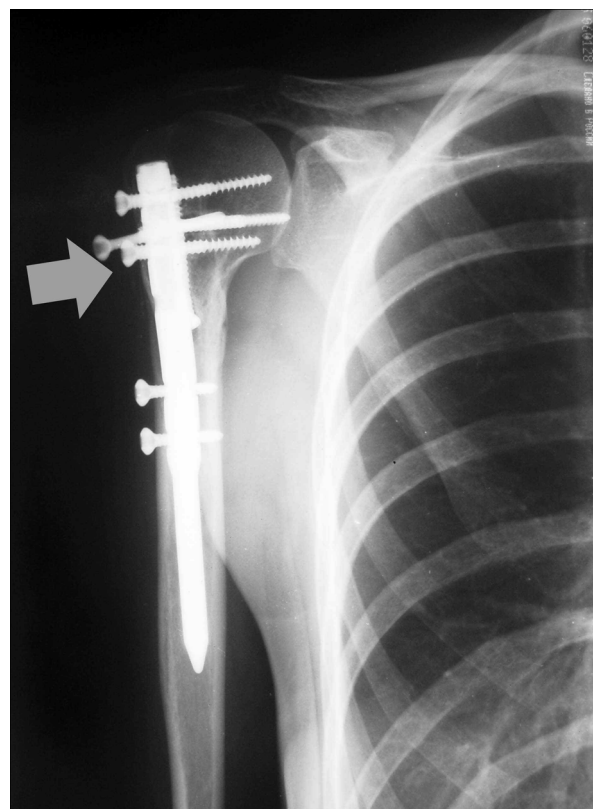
Рентгенограмма больного А. после остеосинтеза перелома хирургической шейки плечевой кости блокируемым штифтом (стрелкой обозначено место перелома).
